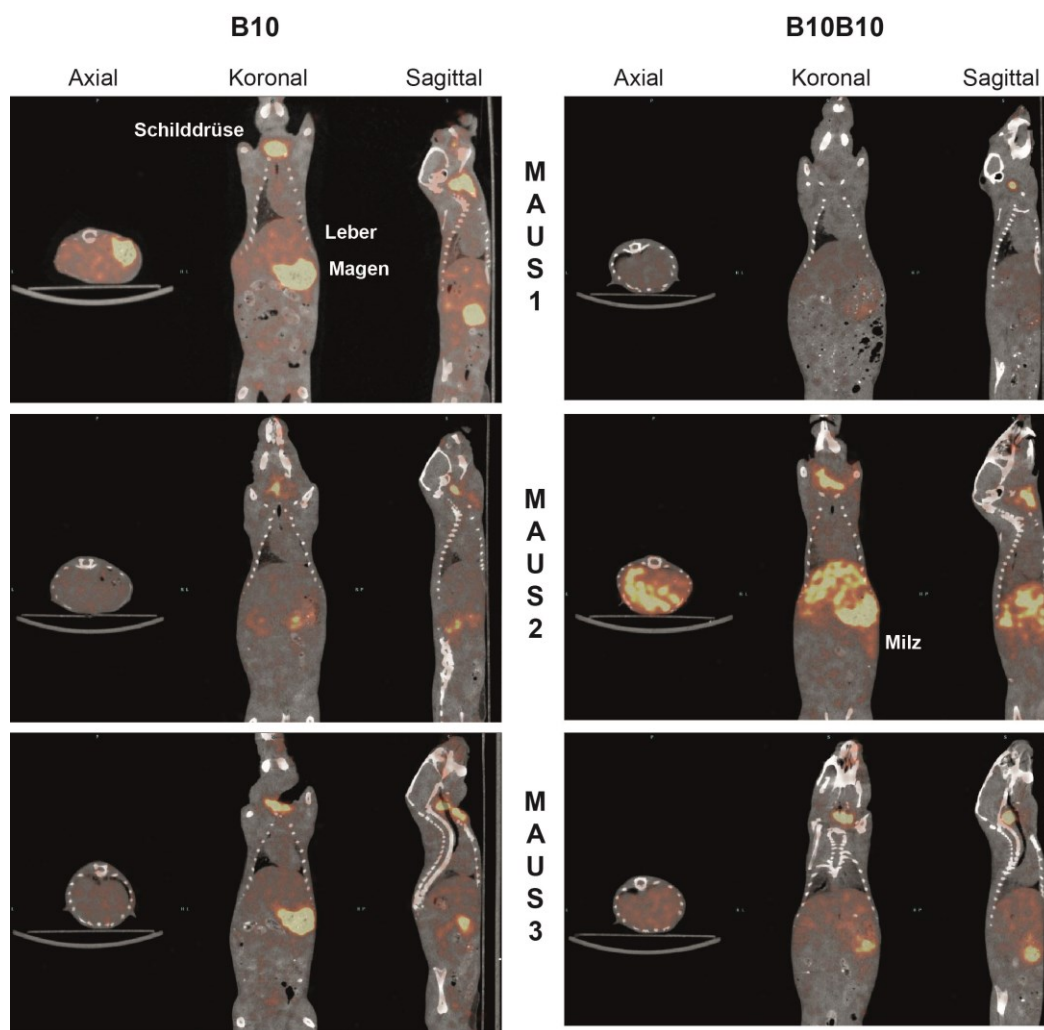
SPECT/CT Aufnahmen von huIL-6 transgenen Mäusen vier Stunden nach Injektion von ^{125}I -B10 bzw. ^{125}I -B10B10. Auffällig war die schnelle Aufnahme von Radioaktivität in Magen und Schilddrüse, was durch Dehalogenierung des Antikörpers und Einlagerung von Iodid in die genannten Organe verursacht wurde.
